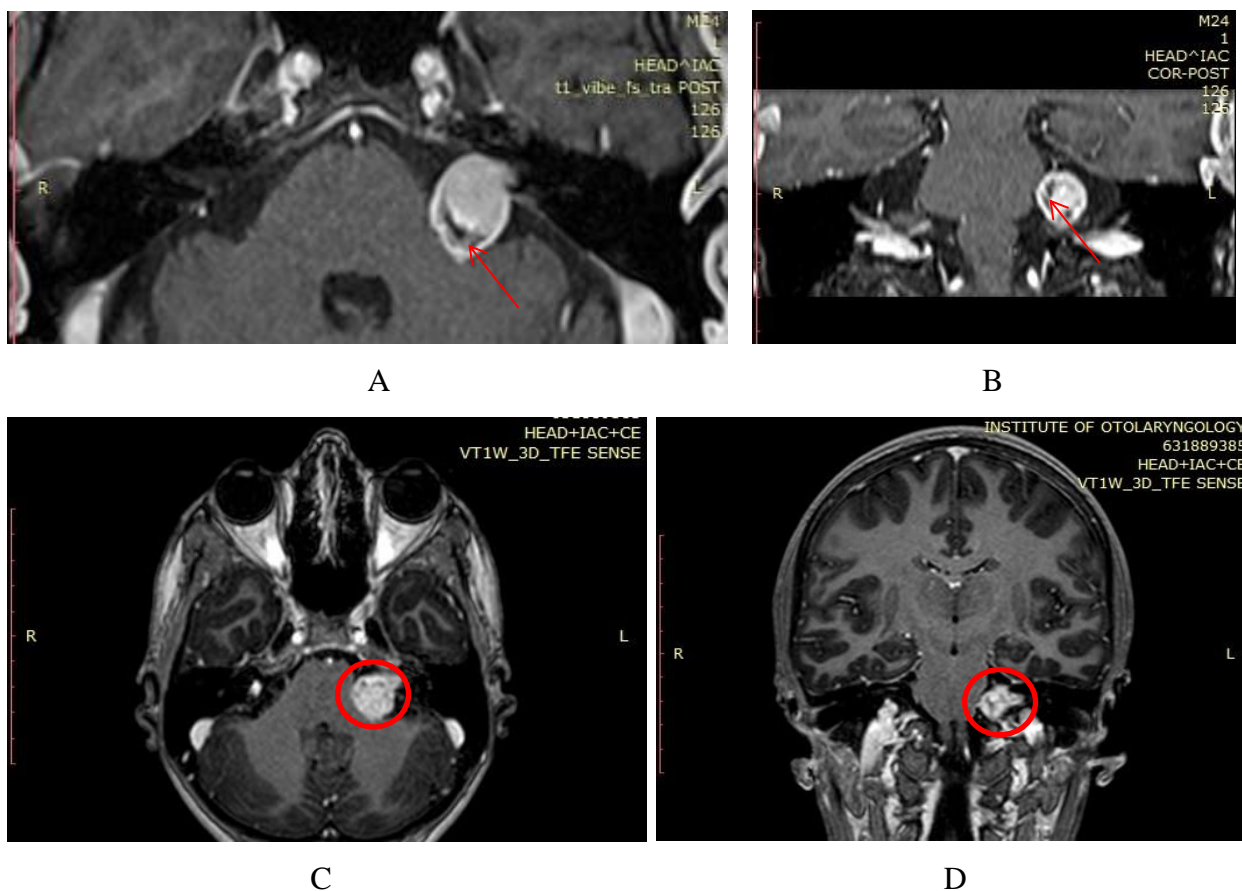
Imagini RMN în regim T1 cu contrast care relevă: A, B - aspect chistic al tumorii la un pacient cu VS stadiul II; C, D - tumoră de tip chistic sub aspectul „conului de înghețată” la un pacient cu VS stadiul III.
